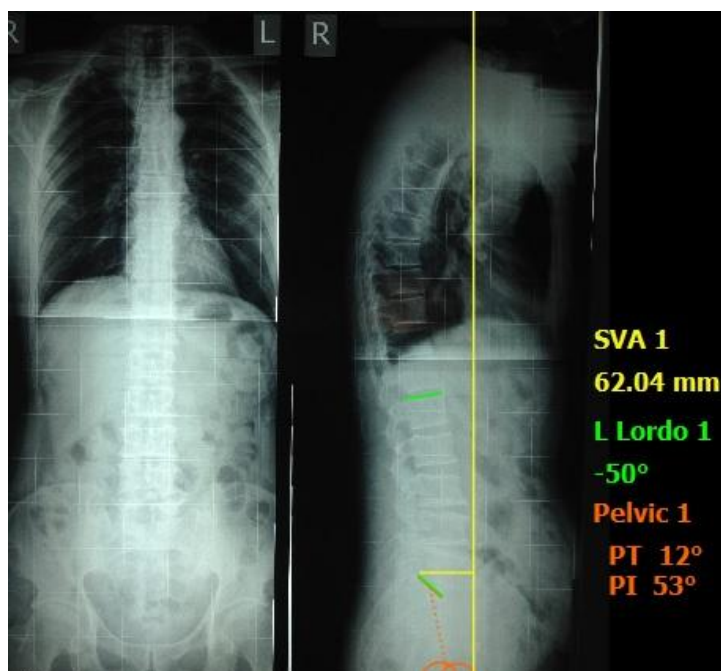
Телерентгенограммы позвоночника в прямой и боковой проекциях
